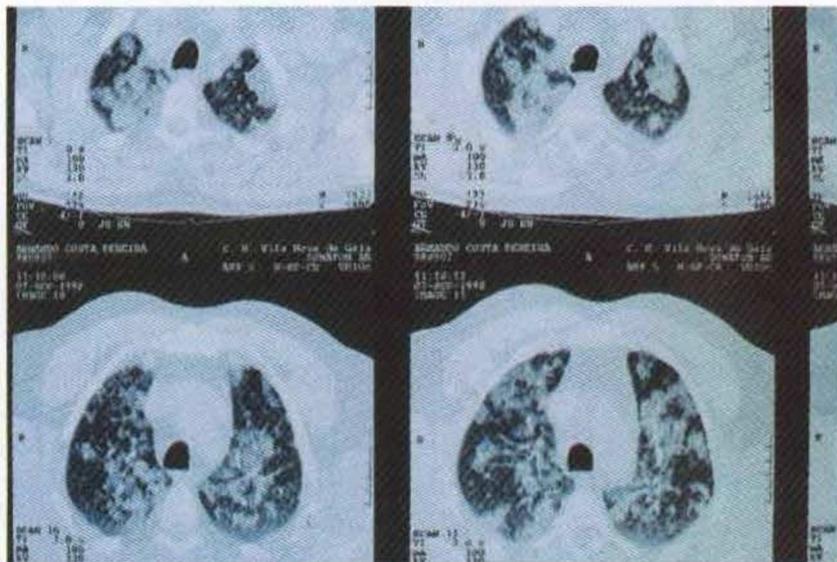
Aspectos da TAC torácica
